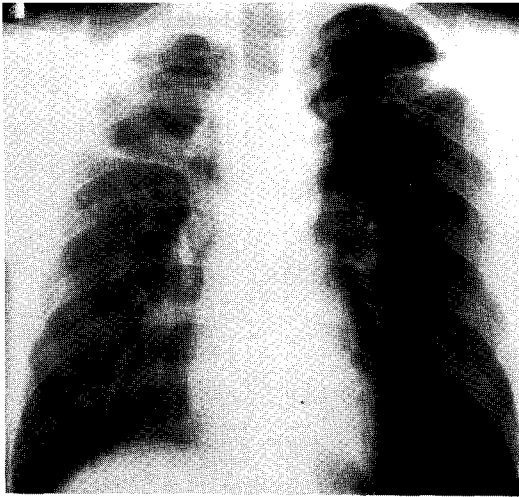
Chest roentgenogram shows complete resolution of consolidation after 8 months.
